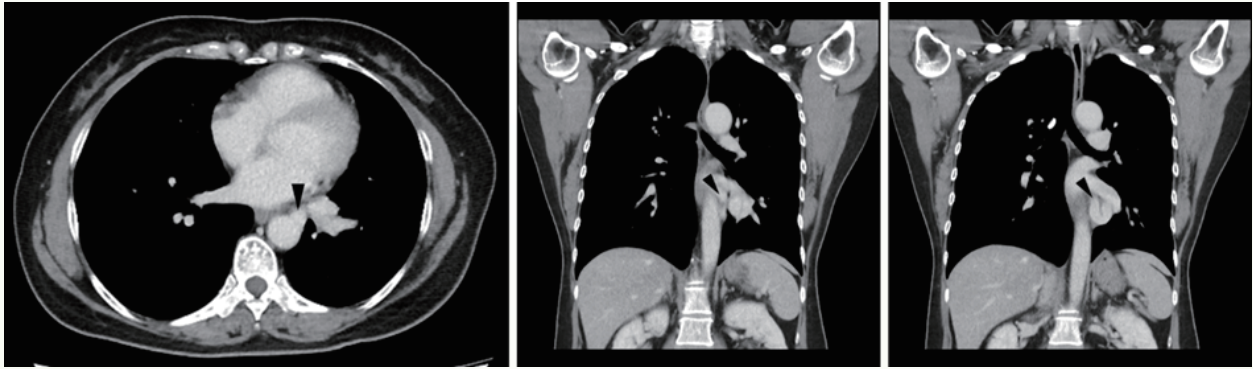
Contrast-enhanced CT images (axial and coronal views) demonstrate a thoracic aorta-to-left inferior pulmonary vein fistula (black arrowheads).
